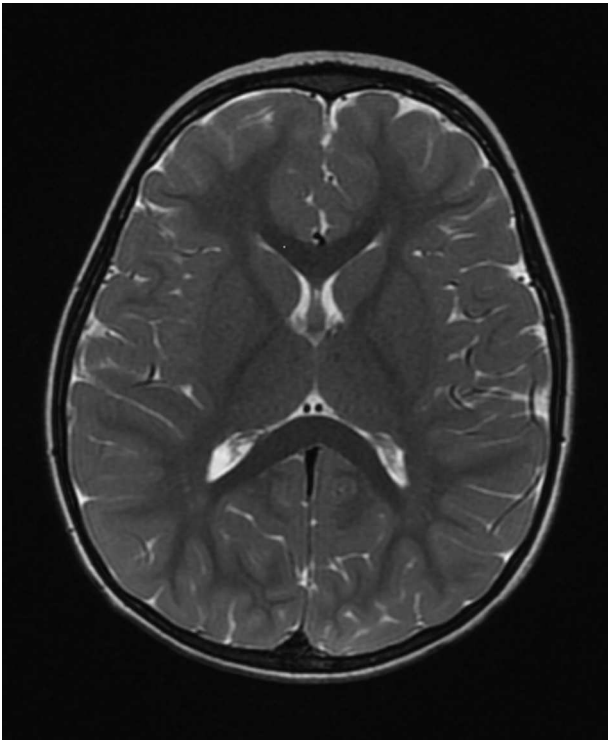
RM de control a los 2 meses con desaparición de la lesión.
